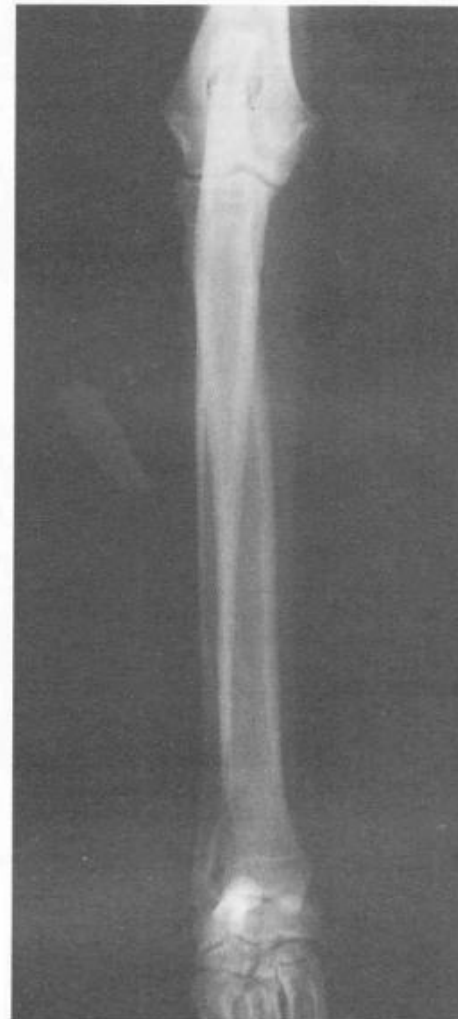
Рентгенограмма локтевой и лучевой кости в краниокаудальной проекции
